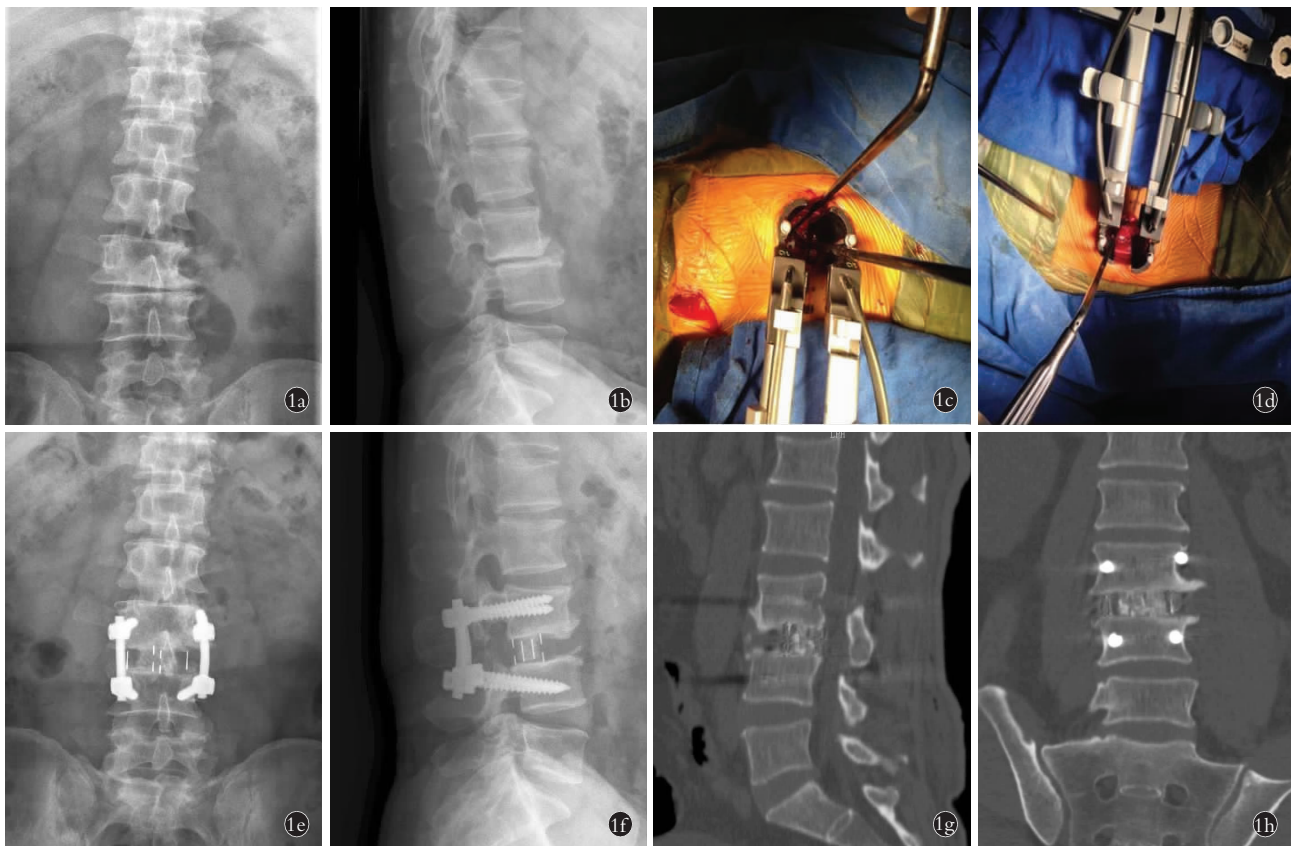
女性患者,57 岁,因“腰背部疼痛 3 年,加重 1 个月”入院,术前诊断为 L<sub>3,4</sub> 滑脱症 1a,1b. 术前正侧位 X 线片示腰椎退行性改变,L<sub>3,4</sub> 滑脱,椎间隙变窄 1c,1d. 术中放置 XLIF 操作通道 1e,1f. 术后正侧位 X 线片示 L<sub>3,4</sub> 滑脱复位,椎间隙高度恢复,椎间融合器及内固定位置良好 1g,1h. 术后 15 个月 CT 示椎间骨性融合,融合器位置良好
